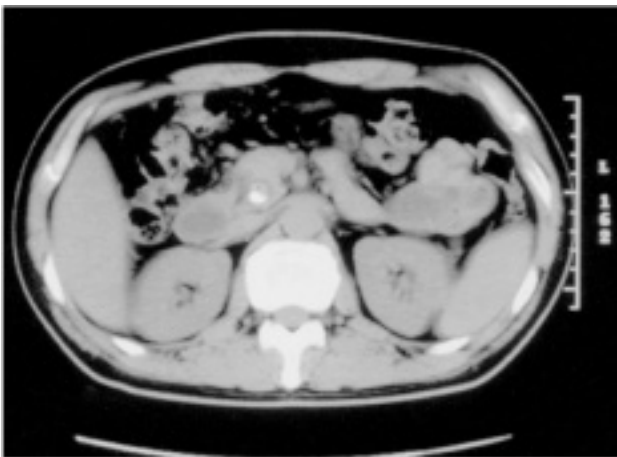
Abdomen CT view. It shows GB wall thickening associated with gallstones and dilated CBD with stones.
